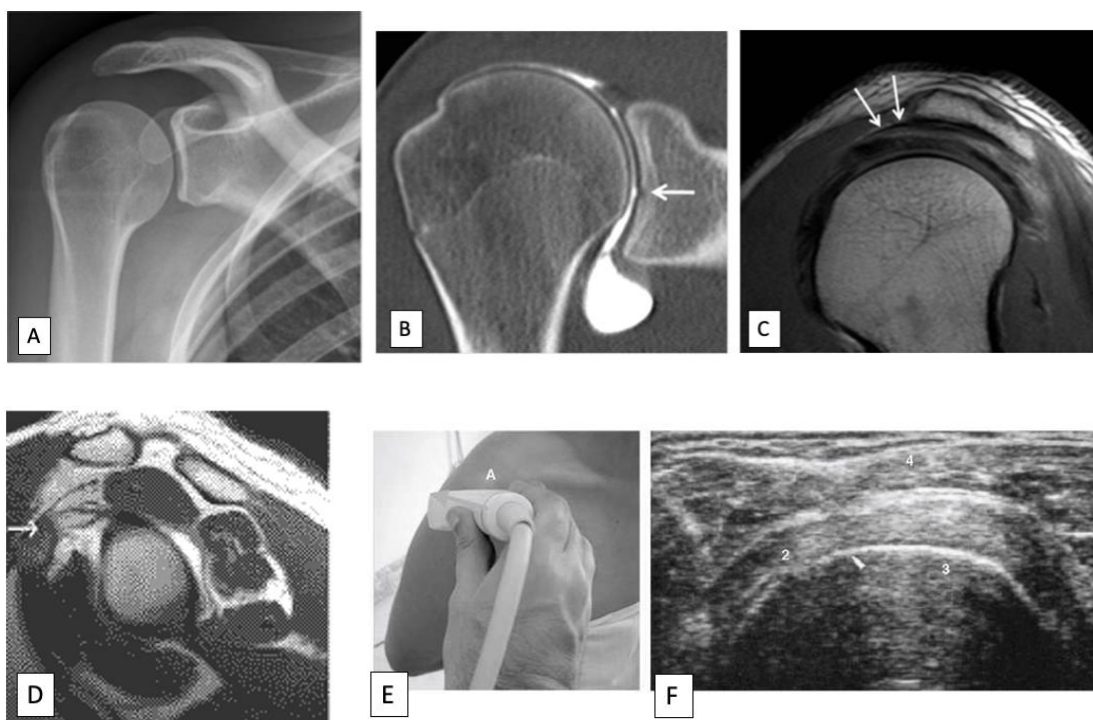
Pruebas radiológicas complementarias en la valoración del hombro. (A) Radiografía simple en proyección anteroposterior verdadera. (B) Tomografía computarizada en corte coronal. (C) Resonancia magnética en corte sagital. (D) ArthroRMN de los ligamentos glenohumerales en corte sagital. (E) Técnica de realización de la ecografía. (F) Ecografía a la altura del tendón del músculo infraespinoso. (Imágenes extraídas de “Shoulder anatomy and normal variants” de Kadi et al, “Ecografía del hombro normal” de Díaz-Rodríguez et al y “Arthro-Resonancia de hombro” de Muñoz et al)
